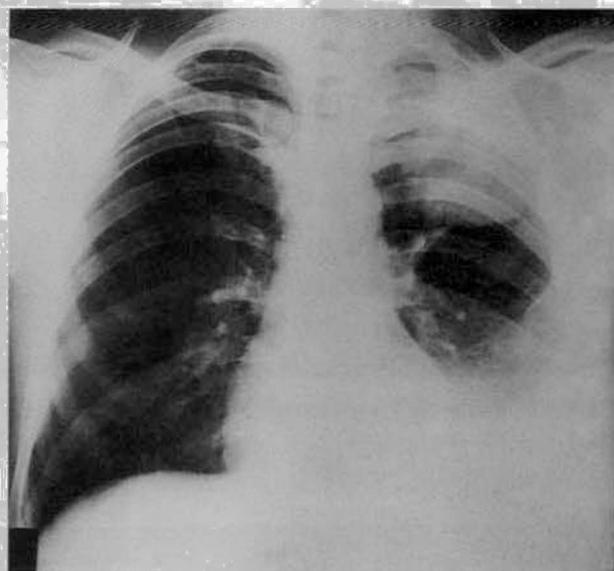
Telerradiografia do tórax com apagamento do fundo de saco costofrênico esquerdo e opacidade no terço superior esquerdo, que se revelou como derrame pleural septado.
